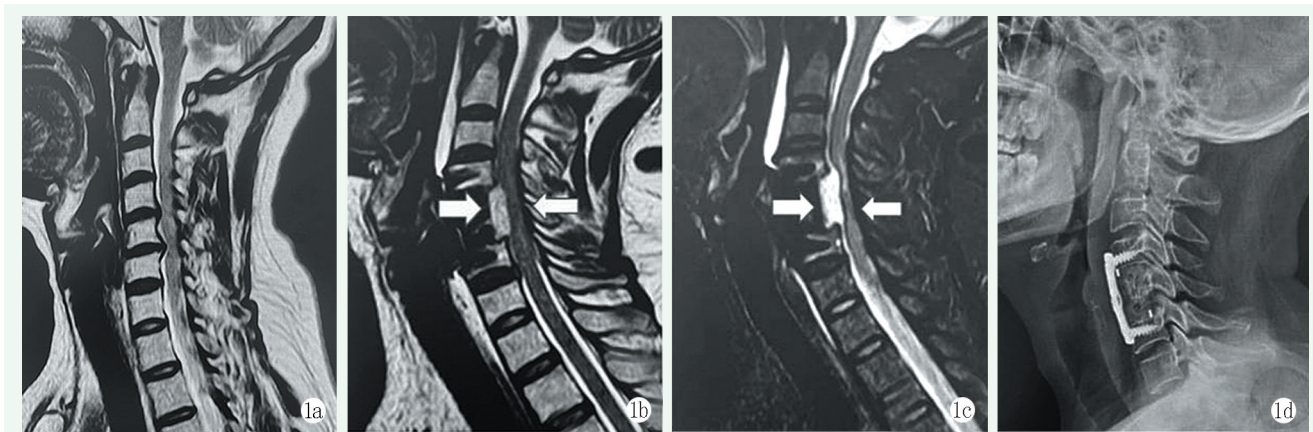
患者，女，47岁，脊髓型颈椎病，ACCF术后发生SEH，行颈前路血肿探查清除术 1a: C_{4/5}、C_{5/6}、C_{6/7}椎间盘向后方局灶性突出，相应脊髓神经受压明显 1b, 1c: 术后复查MRI可见C₅椎体后缘见条块状长T₂信号影，脊髓受压，考虑血肿形成，诊断为SEH 1d: 术后复查颈椎侧位X线片示内固定位置良好
